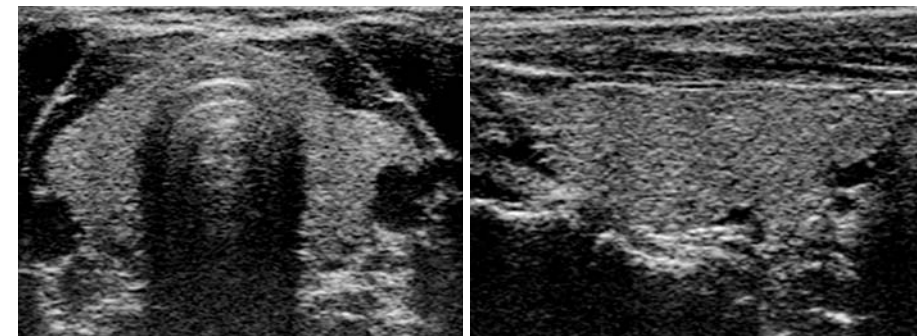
Sonographie-Normalbefund
